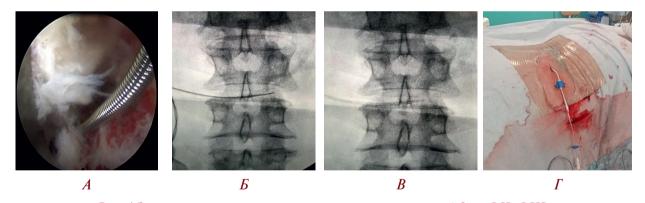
Этап установки микроирригатора в межпозвонковый диск LII—LIII: А, Б — эндоскопическая и рентгенологическая визуализация проводника в межпозвонковом диске; В — положение микроирригатора на рентгенографии в прямой проекции; Г — вид операционного поля после эндоскопического этапа операции
